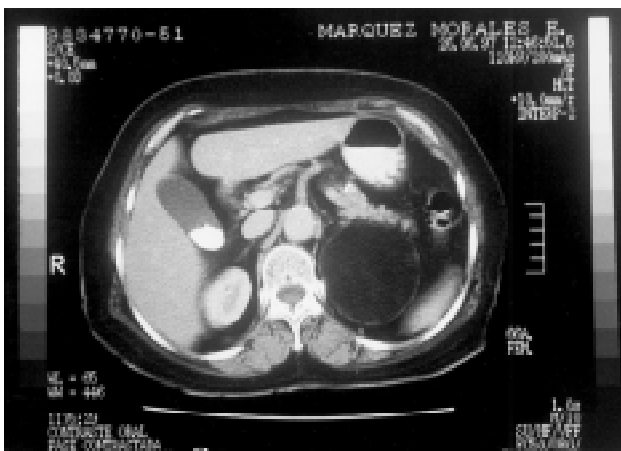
TAC de abdomen que muestra litiasis vesicular y masa adrenal izquierda, redonda bien delimitada, con dimensiones de 7.9 x 7 cm con cápsula y densidad atenuada compatible a grasa de -84 UH.
